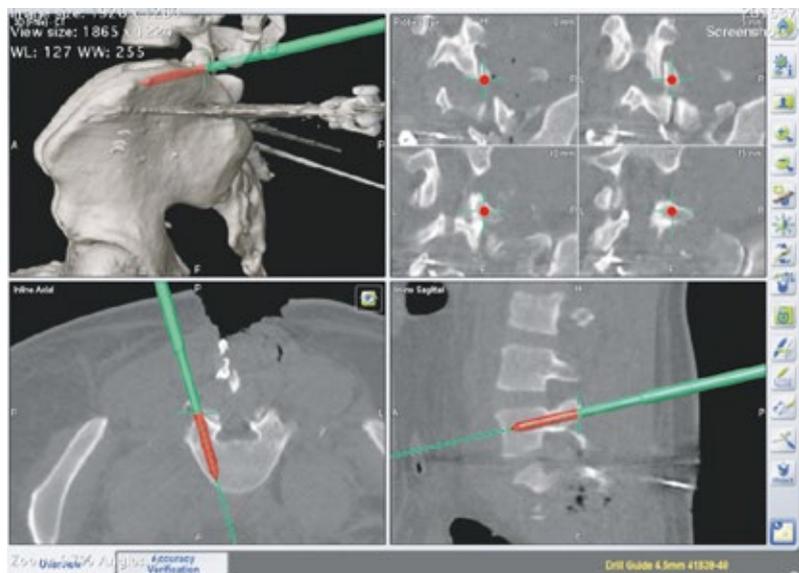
Intraoperativer CT-Datensatz mit Planung von Pedikelschrauben
